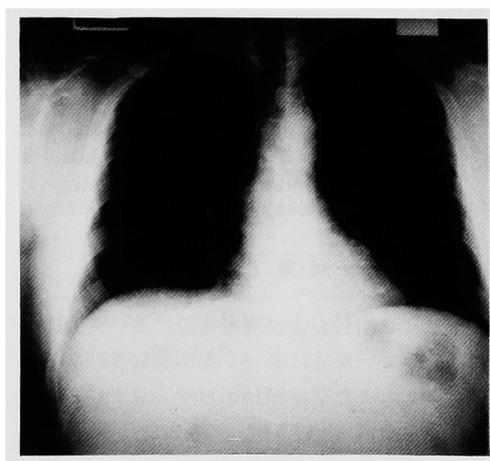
Chest roentgenogram of a case with drug-induced bronchospasm shows no abnormal shadows.
